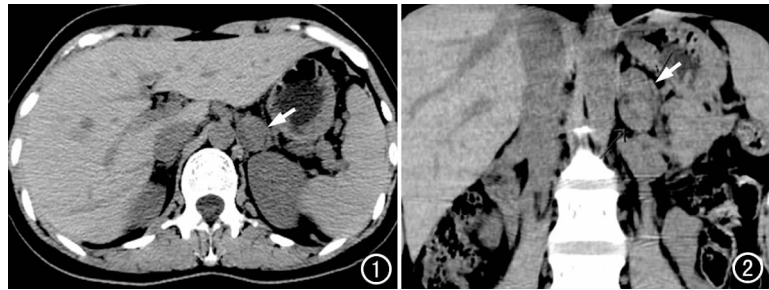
CT 平扫示左侧肾上腺区类圆形软组织肿块(箭), 密度均匀, 边缘光滑规整。a) 横轴面图像; b) 冠状面重组图像。
